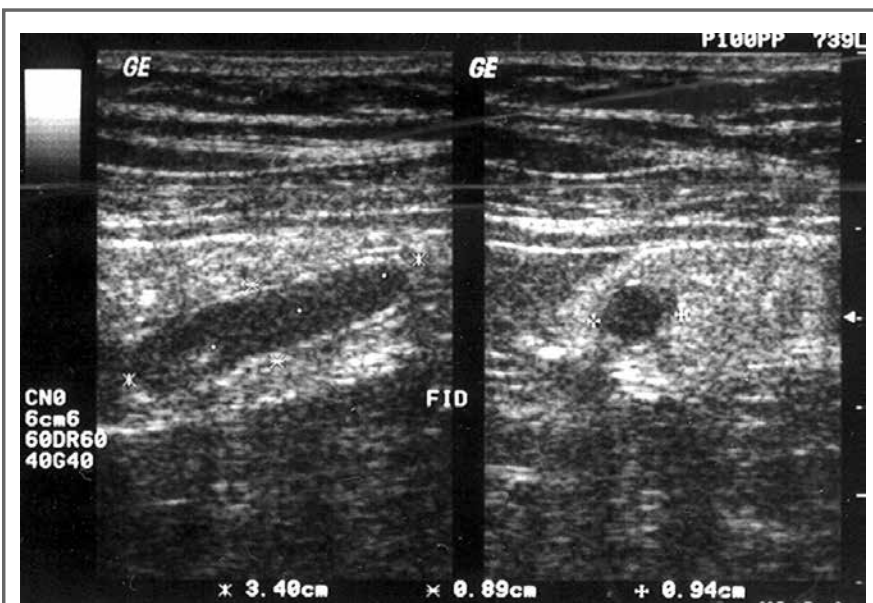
Ultrassonografia demonstrando imagem tubular, compatível com apêndice distendido.
